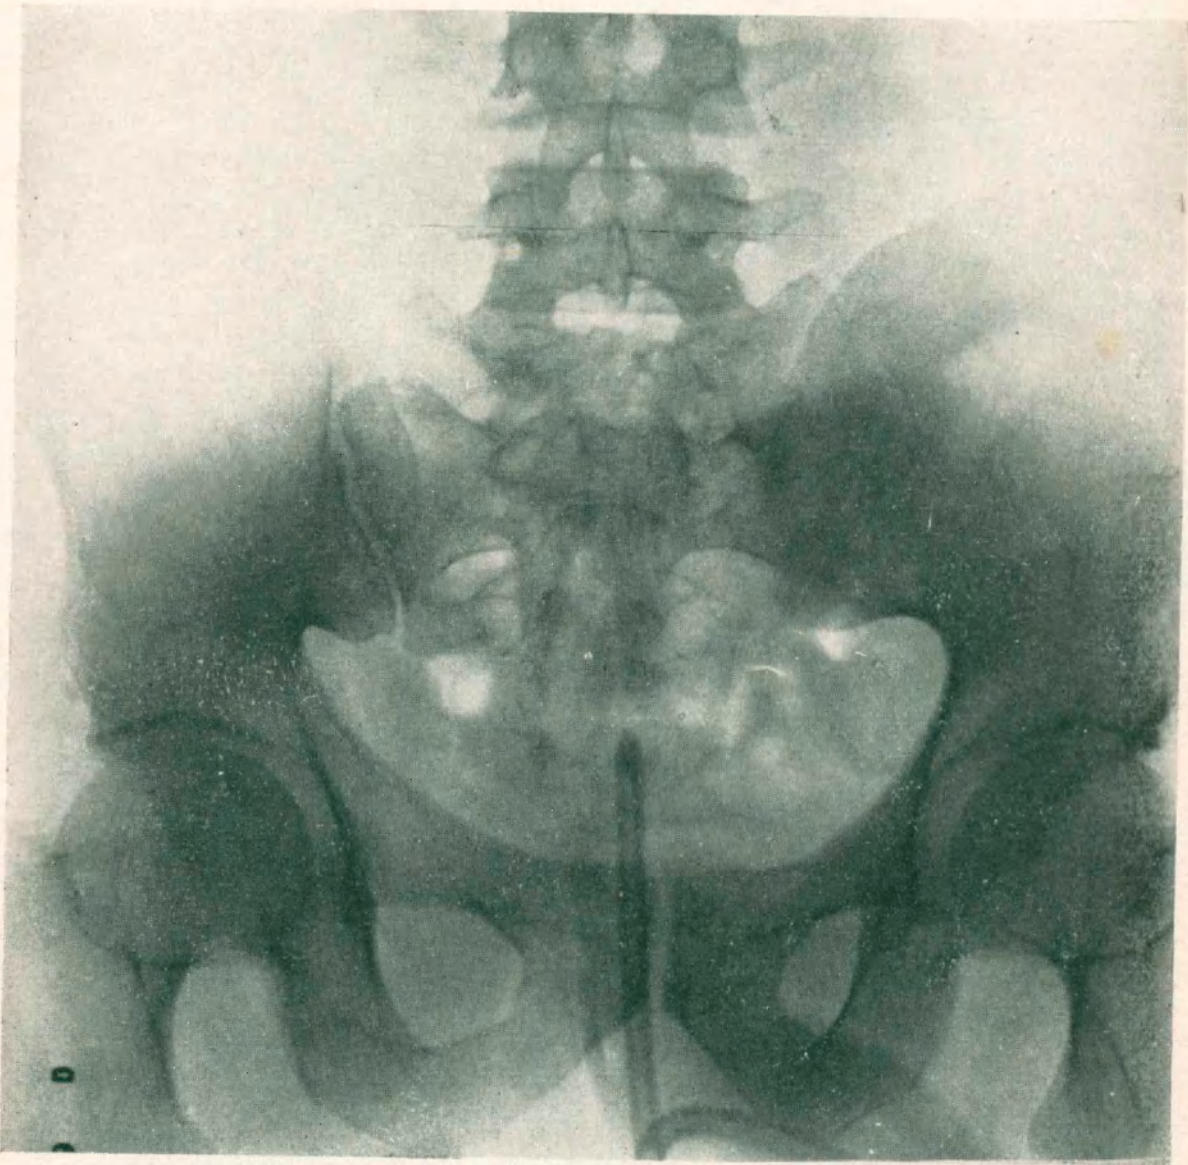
Observación VII - Radiografía No. 38919
